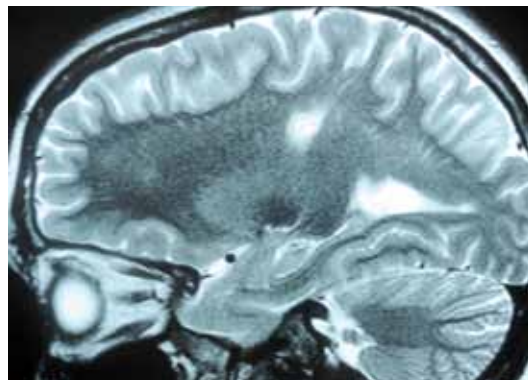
Kernspintomographie des Gehirns: alter Mediainfarkt.
